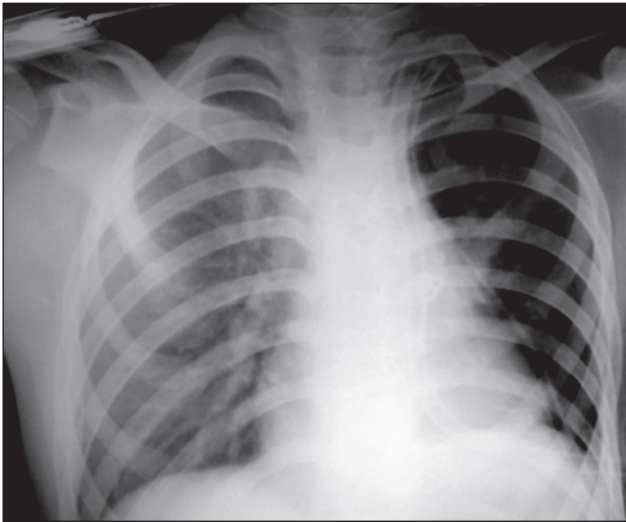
Післяопераційний рентген (31.07.2019) — ліворуч стан після типової резекції н/частки, легень розправлена, прозора, рідина в плевральній порожнині не визначається. Пневматизація праворуч дещо знижена
